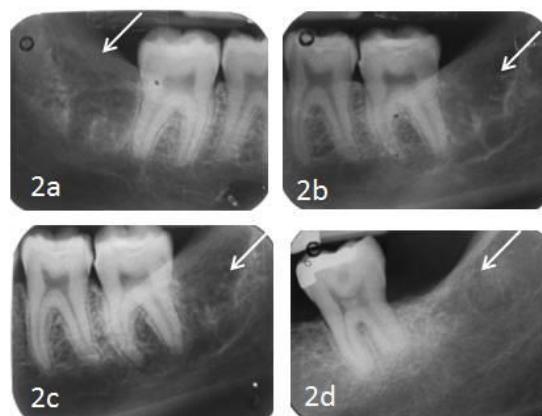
Radiografías periapicales representativas a la clasificación de la regeneración ósea: Grado 0 (2a), Grado 1 (2b), Grado 2 (2c) y Grado3 (2d).
